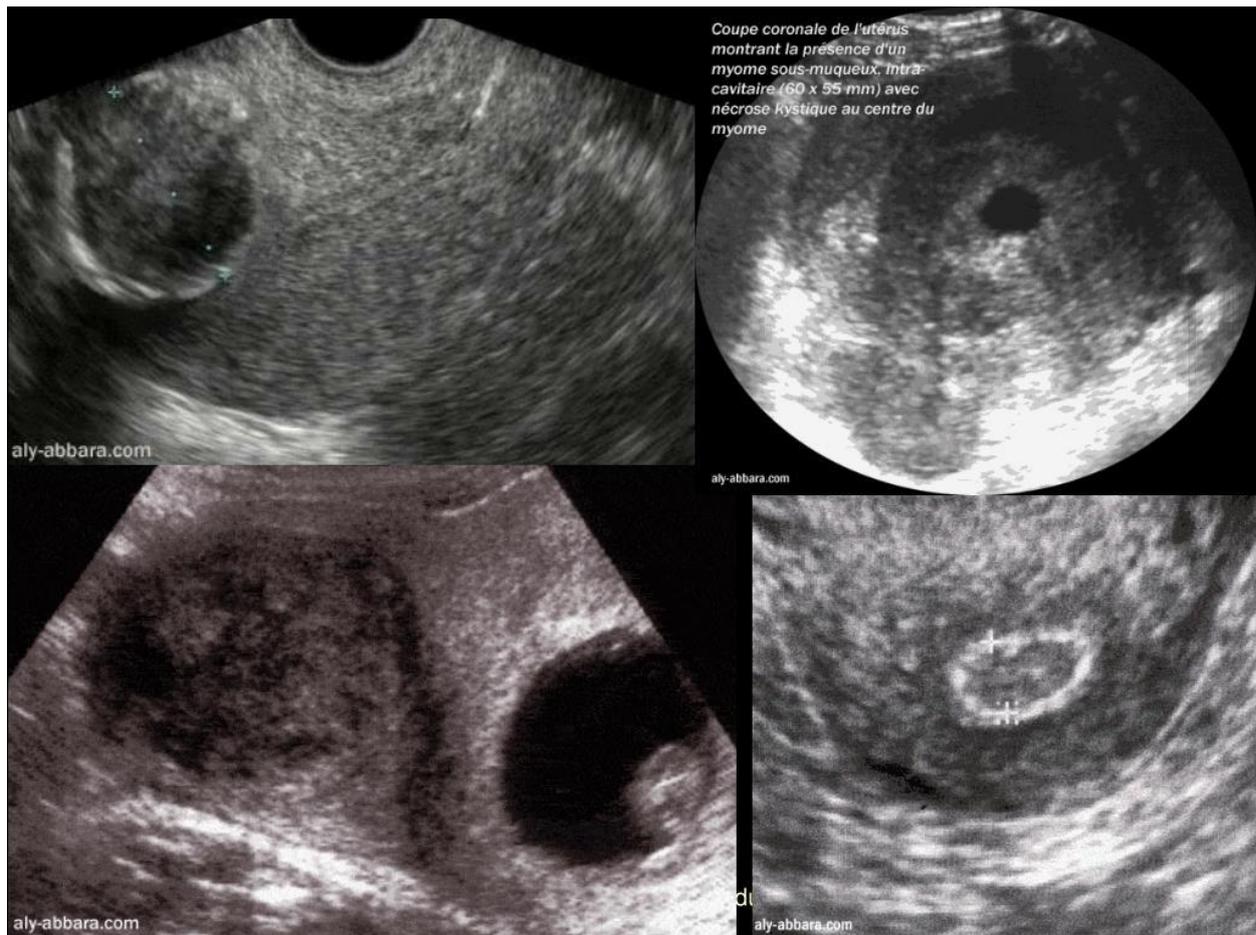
Images échographie de fibrome utérin d'après Lansac. J, Body et Magnin. G [20].
